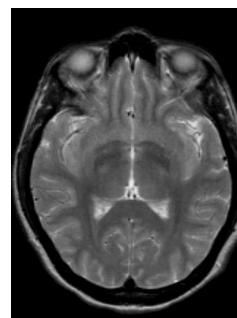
Resonancia Magnética, corte axial (tomada en abril 16 de 2010)
